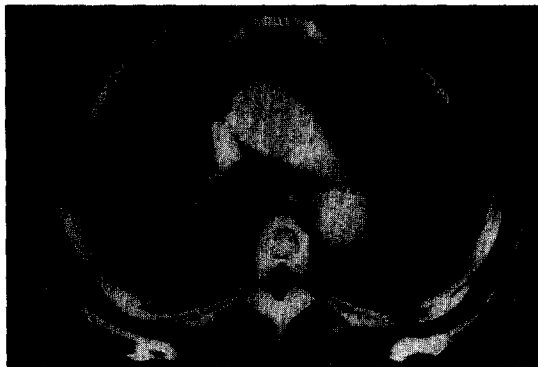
Chest CT showing 5×5cm sized well defined soft tissue mass with multiple cavitation at anterior mediastinum
